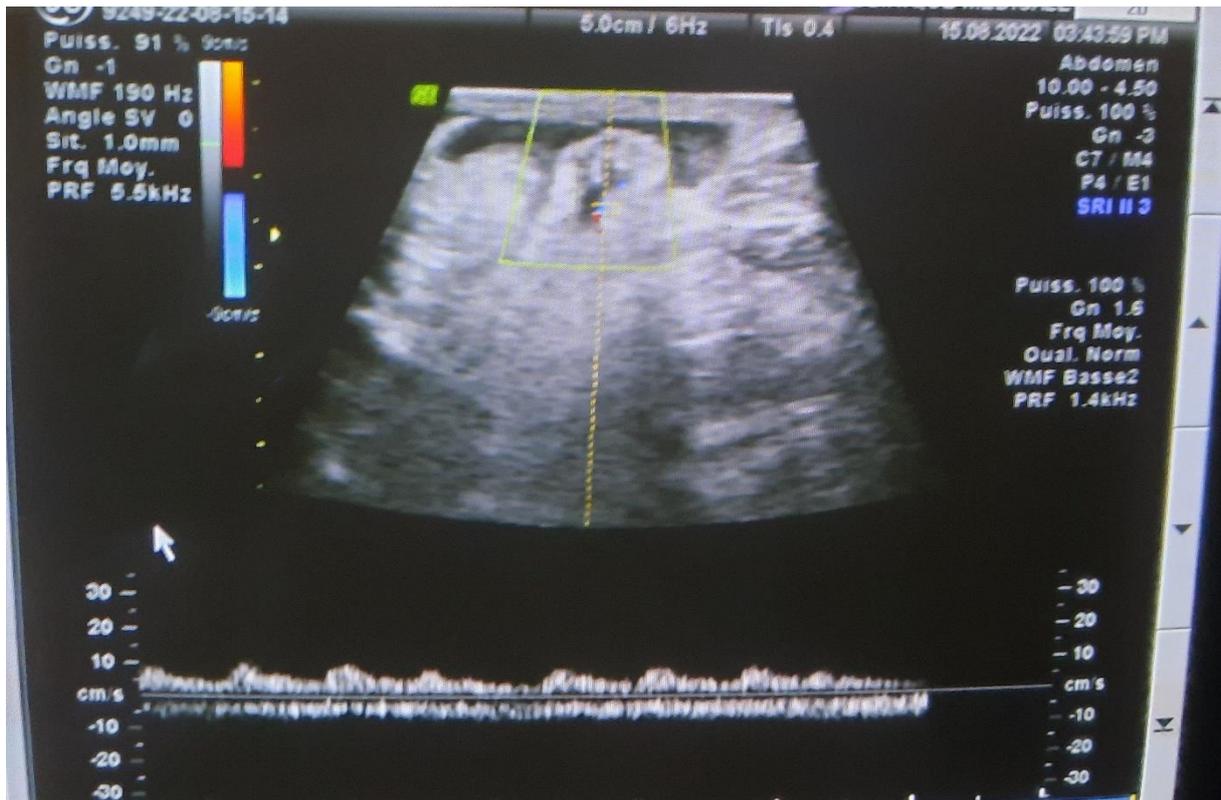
le doppler sur les anses qui passent à travers l'orifice herniaire
